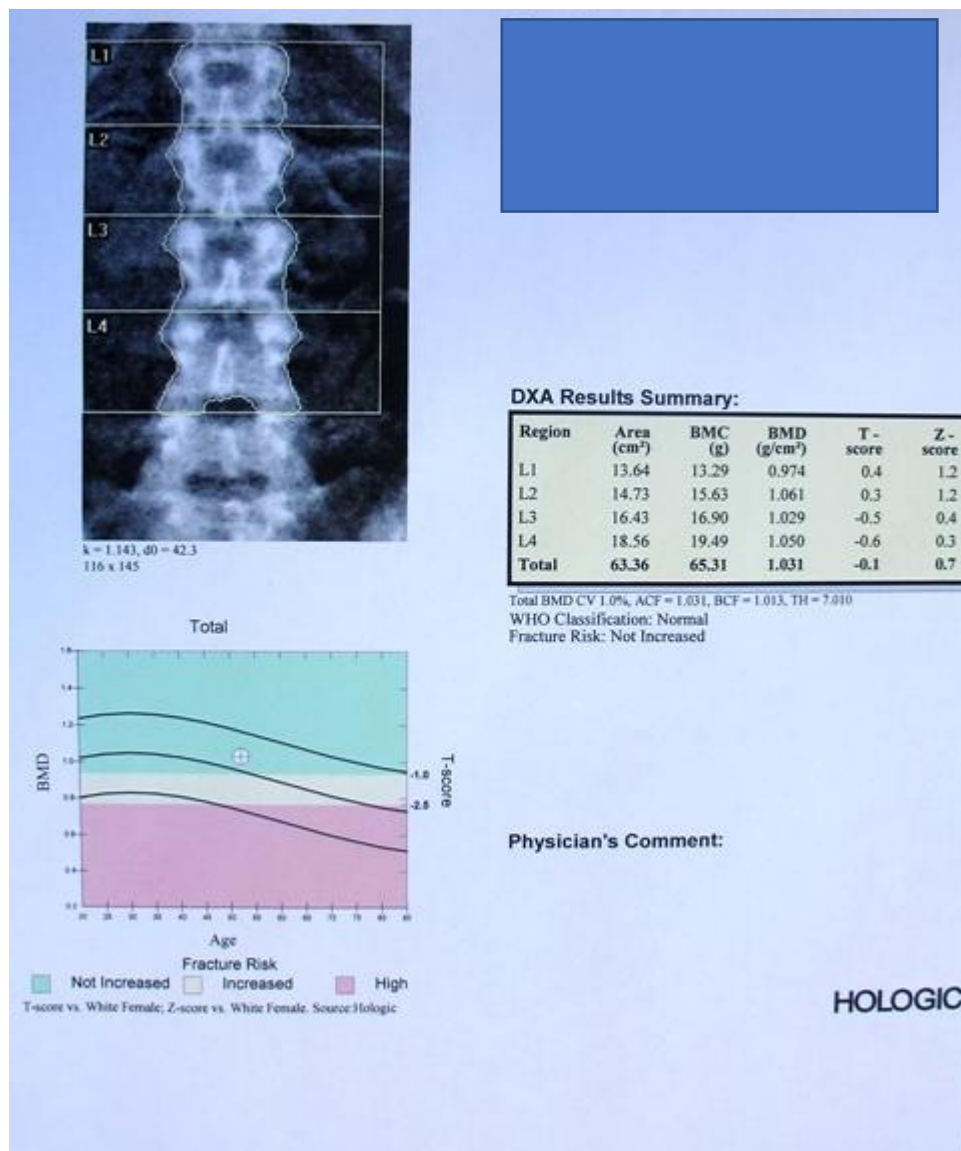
Зразок показників рентгено-денситометрії.
